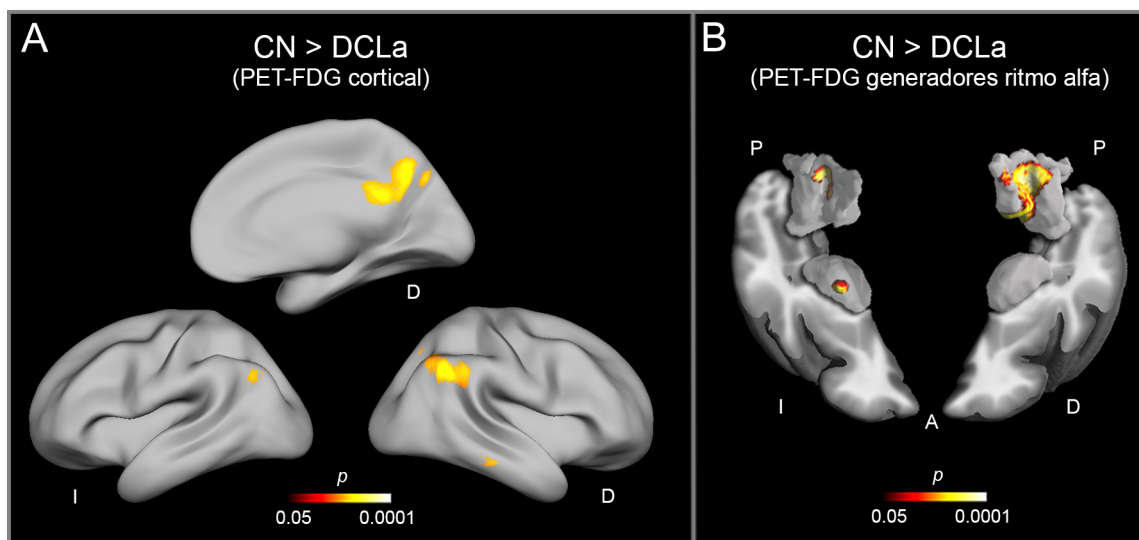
Diferencias de grupo en el consumo de glucosa cerebral (PET-FDG). A. Diferencias significativas de consumo metabólico cortical al comparar CN con DCLa. B. Diferencias significativas de consumo metabólico de los generadores neuroeléctricos del ritmo alfa al comparar CN con DCLa. I: Izquierdo; D: Derecho. A: Anterior; P: Posterior. Análisis corregidos por FWE ($p < 0,05$).
